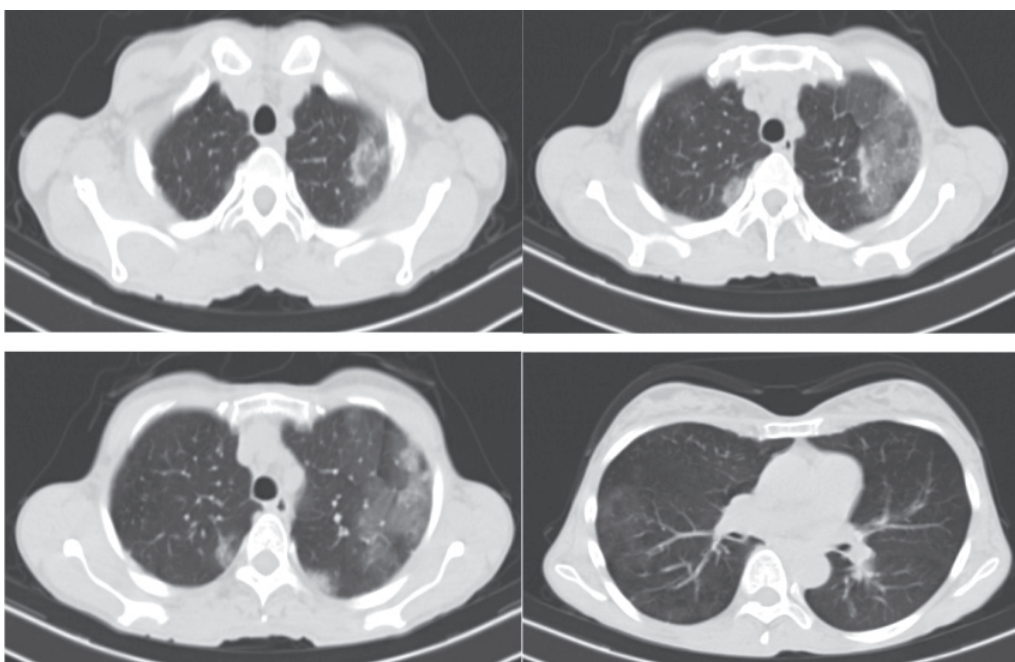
КТ ОГК хворої Н. від 26.03.2024 р.
